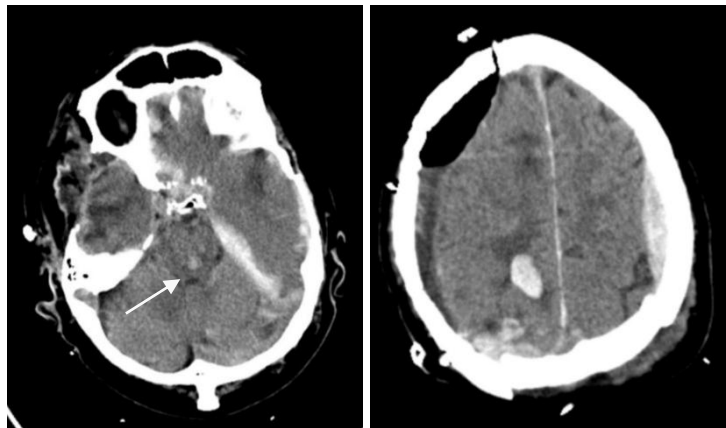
TC postcirugía en el que se observa hemorragia de Duret.
